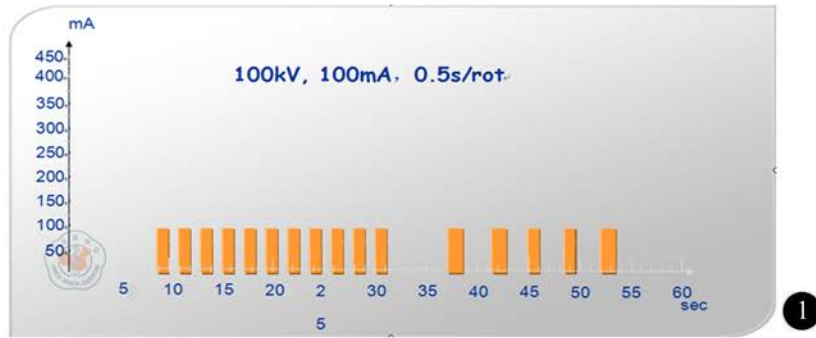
640层容积CT4D-DSA技术扫描模式图
